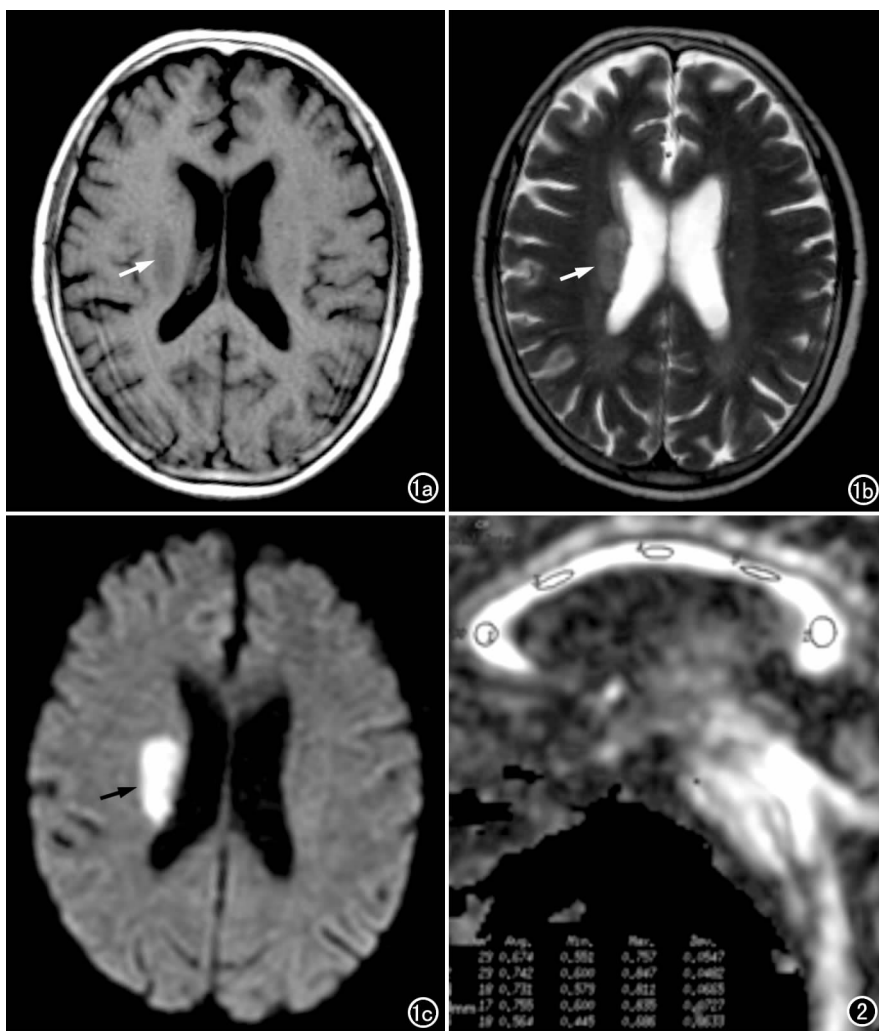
右顶叶侧脑室旁急性脑梗死(发病 3 天)。a)  $T_1$ WI 示右顶叶侧脑室旁较低信号灶(箭); b)  $T_2$ WI 病灶呈较高信号(箭); c) DWI 示病灶呈明显高信号(箭)。
